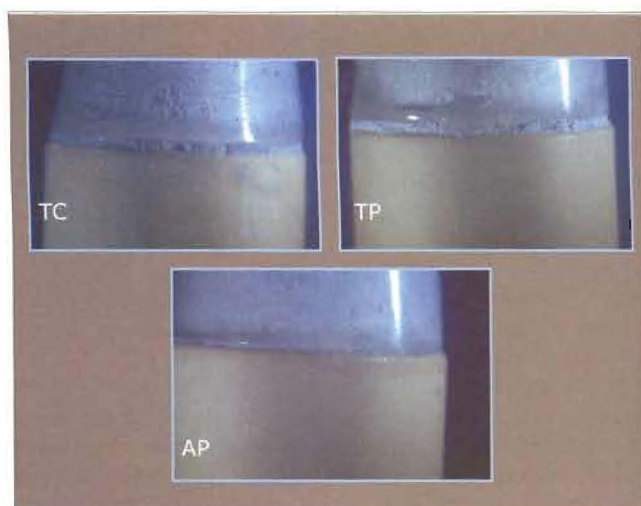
Discrepancia marginal en función del lugar de aplicación del cemento. Se observa una menor discrepancia al situar el cemento en la pared axial de la preparación. TC: Toda la corona, TP: Toda la preparación, AP: Axial de la preparación
